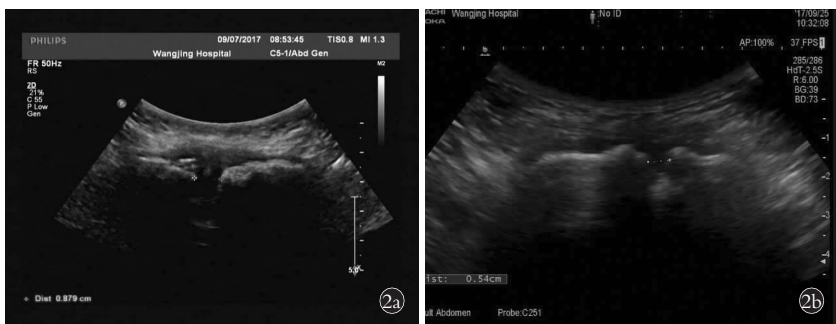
女, 35 岁, 产后耻骨联合分离症 2a. 治疗前超声检查耻骨联合分离约 1.4 cm, 并错位约 0.35 cm 2b. 治疗后复查超声, 耻骨联合宽约 1.2 cm, 未见明显错位
